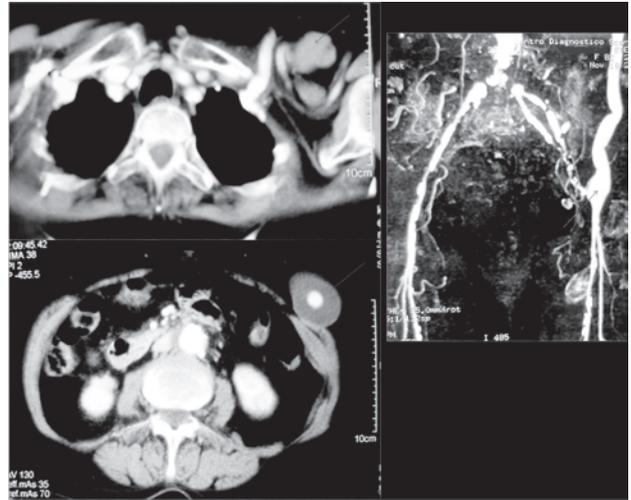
Colección en la anastomosis superior y cuerpo del injerto en TAC (izquierda). Dilatación de la prótesis en parte de su trayecto y anastomosis inferior en angioRMN (derecha).
